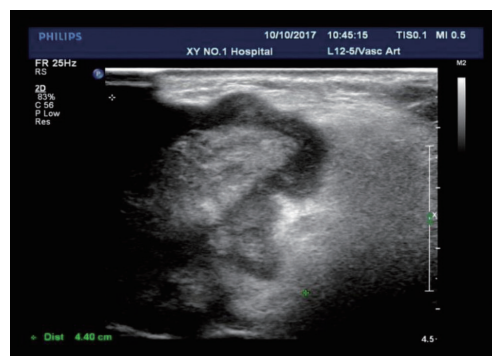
浅表超声提示右耳皮下肿块形成, 边界模糊, 局部浸润
